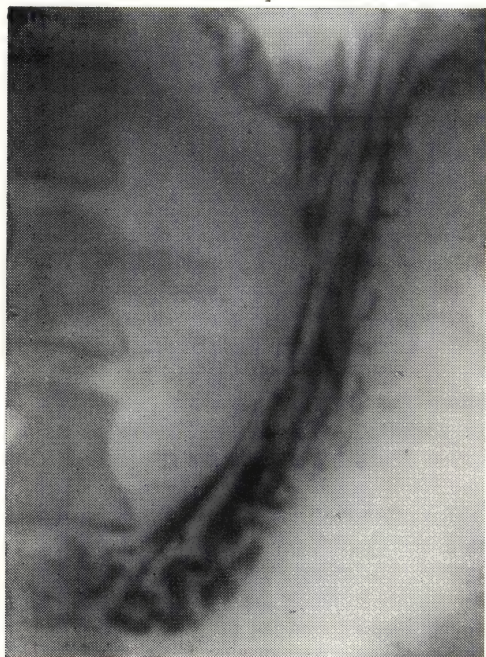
Нормальный желудок. Рельеф слизистой (рентгенограмма).
